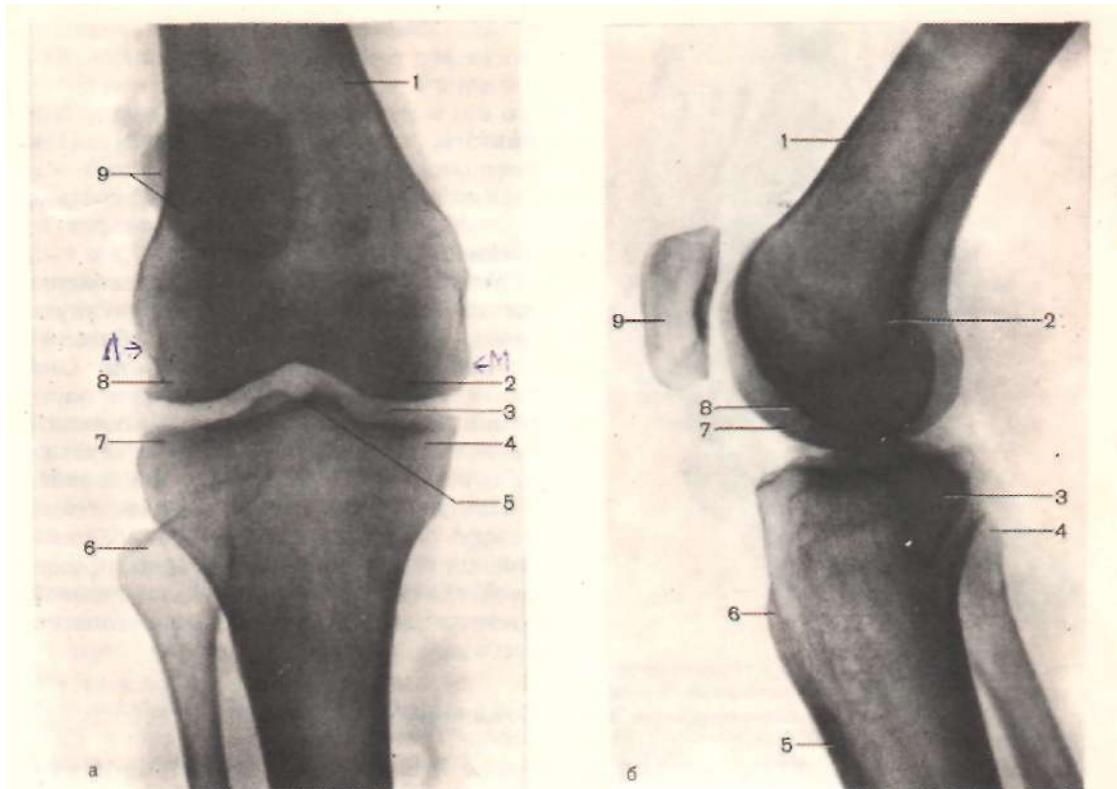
Рентгенограмма коленного сустава (правого) в разогнутом (а, вид спереди) и в согнутом (б, вид сбоку) состоянии.
